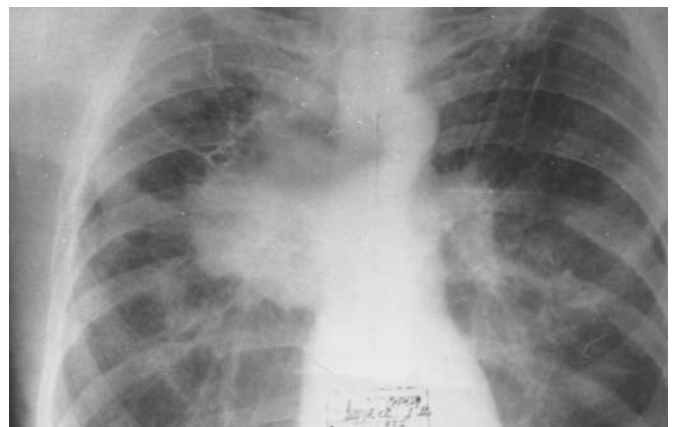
Обзорная фоторентгенограмма грудной клетки больного М. перед операцией
